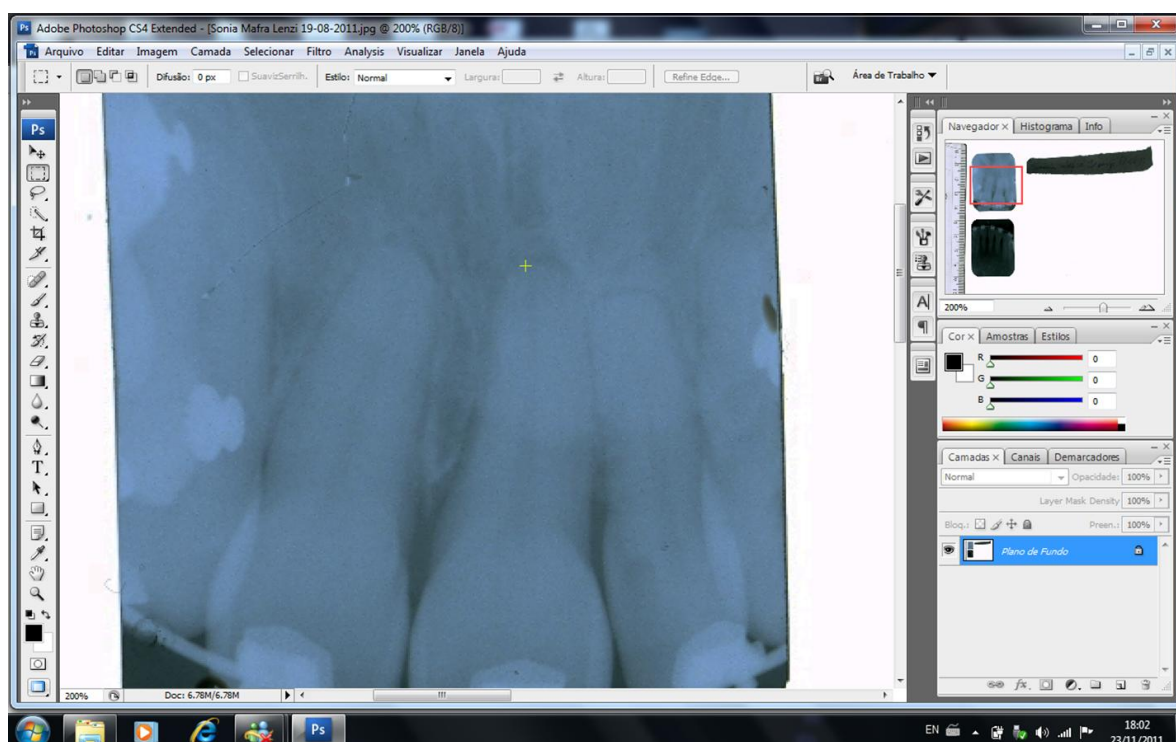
Modo de avaliação das radiografias
